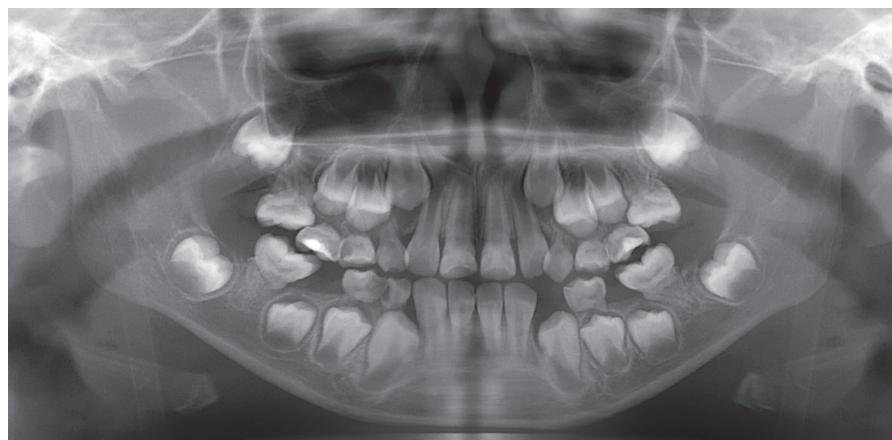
앞니-어금니 형성이상(Molar-Incisor Malformation, MIM) 방사선 사진; MIM에 이환된 상하악 제1대구치와 유구치들은 가늘고 길며 휘어진 치근을 보인다. 상악 중절치 치경부 패임이 보인다.
